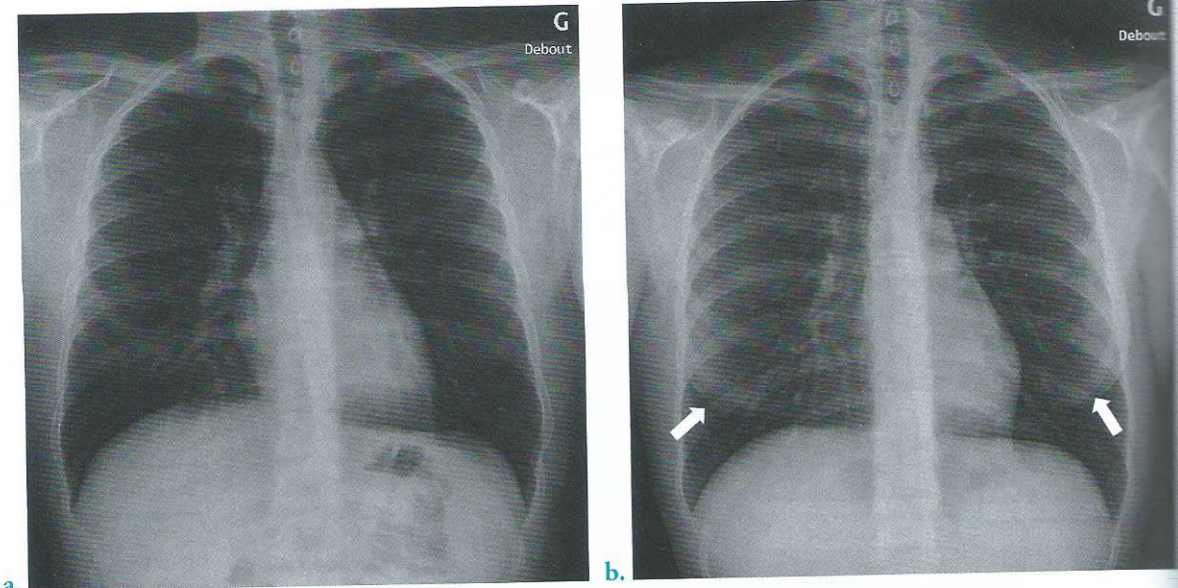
Radiographies de thorax normales
